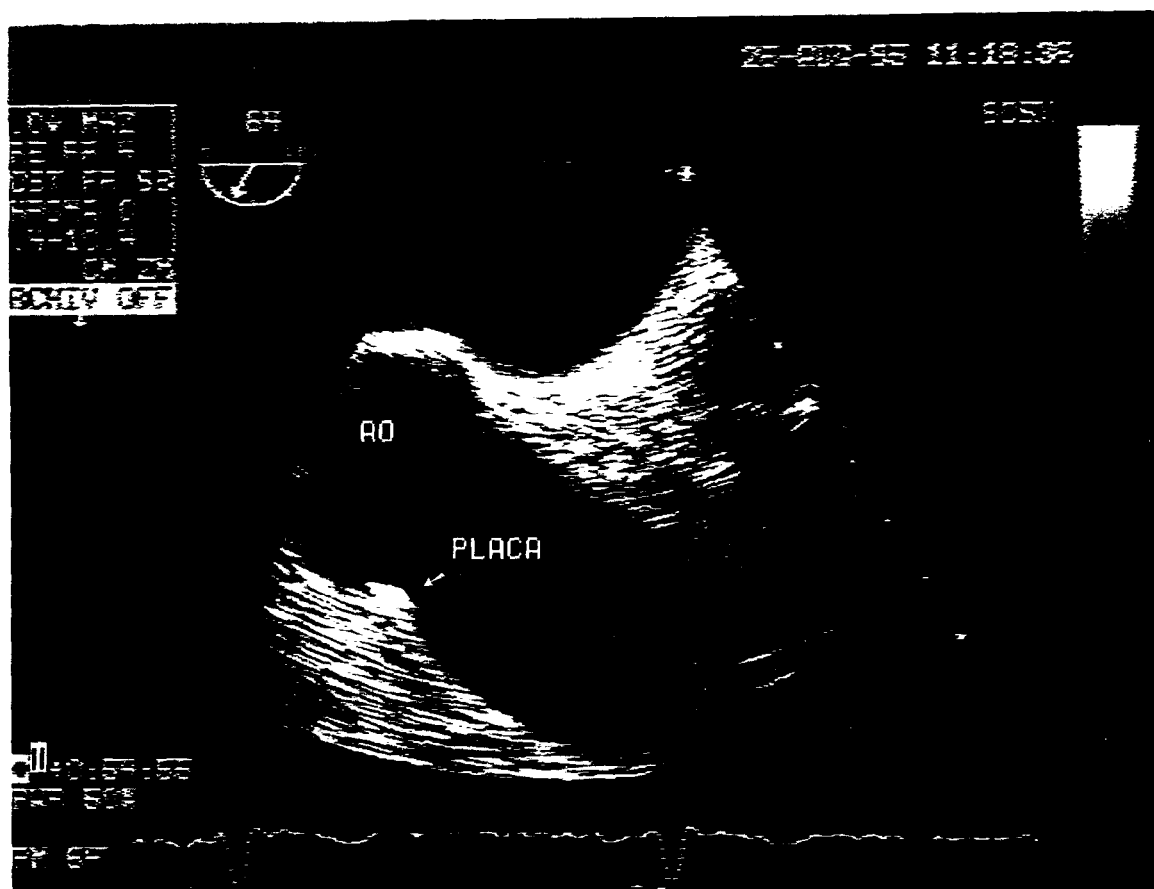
Ecocardiograma transesofágico omniplanar. Eje longitudinal. Luego de 8 meses de anticoagulación, el ecocardiograma transesofágico muestra la misma placa ateromatosa en la aorta ascendente pero sin el trombo.
